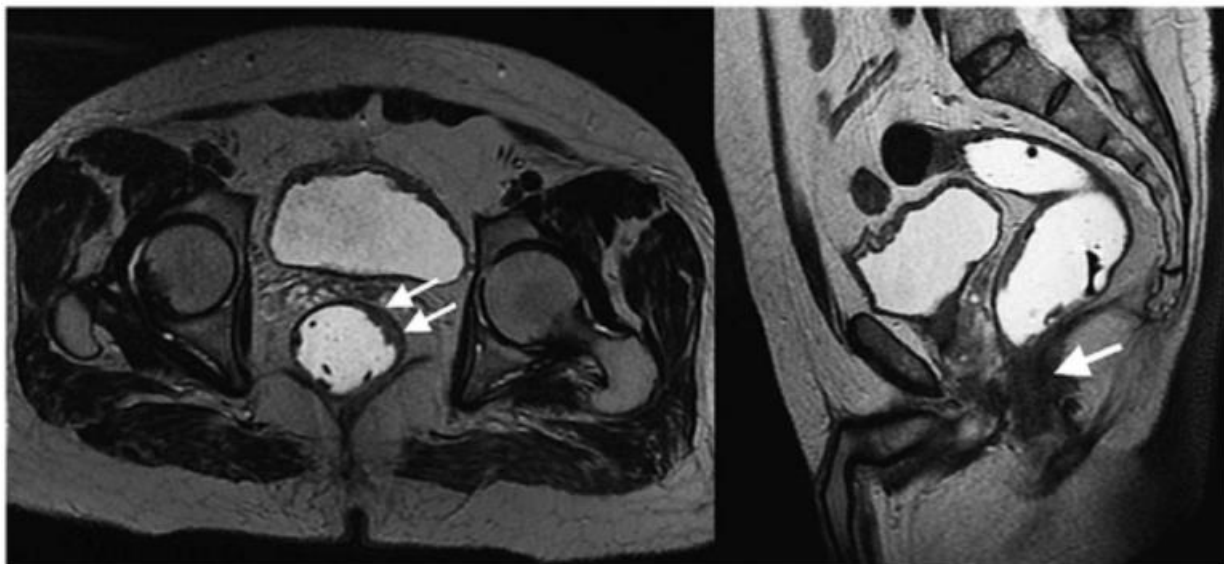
Axial MRI sequence with T2 information. A mass on the anterior wall of the rectum can be observed between 12 o'clock and 4 o'clock, 7 cm from the anal rim. It is approximately 40 mm long and 7 mm thick, and ends into the muscle. This is consistent with T2 cancer.
